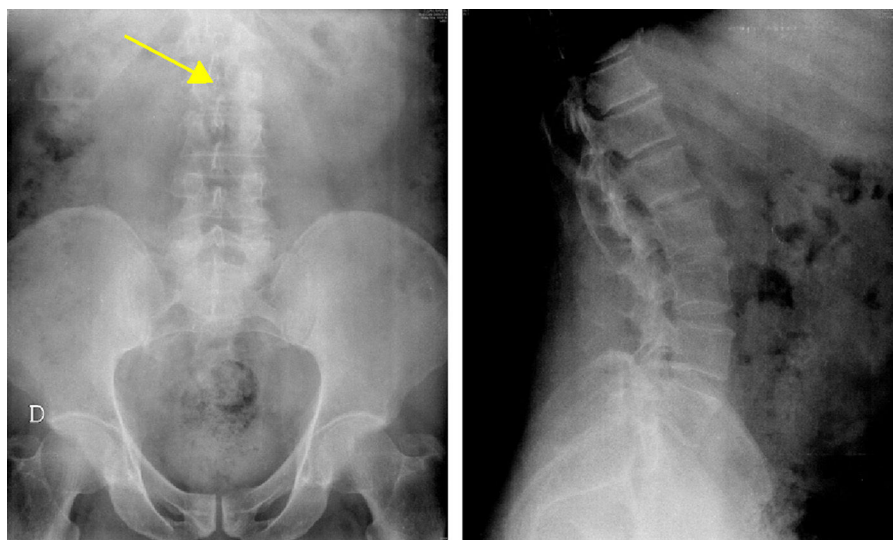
Radiografía de columna lumbosacra AP y L: estrechamiento del espacio L5-S1, deformidad del cuerpo vertebral L3 (flecha amarilla).
